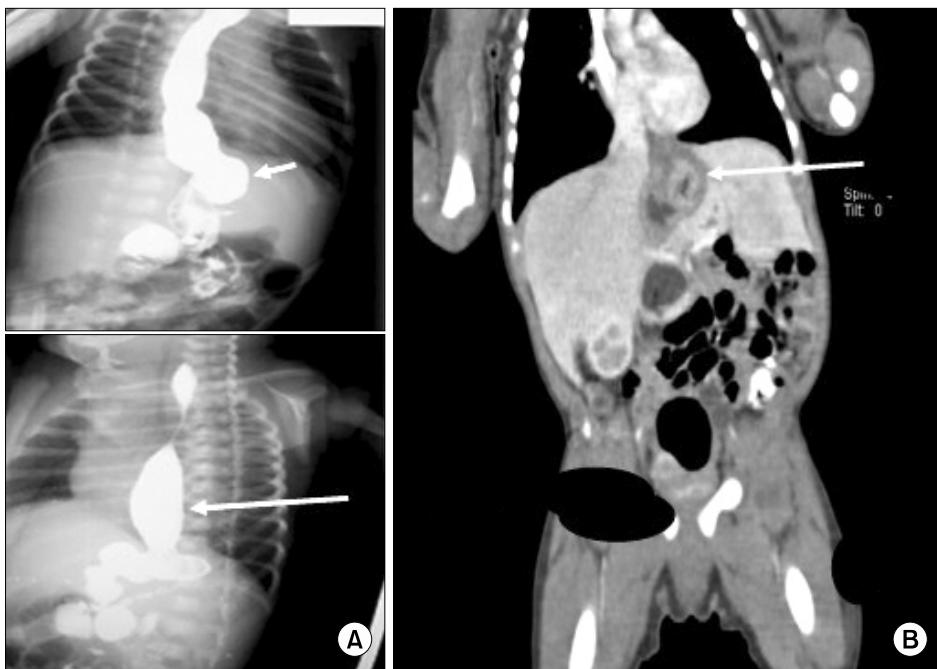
(A) Pre-operative UGI series showing small, midline-positioned stomach (short arrow), megaesophagus (long arrow) and severe gastroesophageal reflux. (B) Pre-operative CT scan showing small, tubular, vertical stomach (arrow), symmetric liver and normal spleen.
